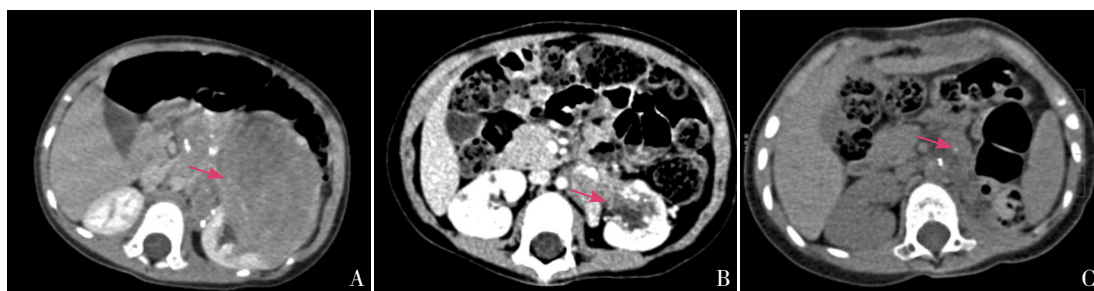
病例3 TOPO 治疗前后腹部CT图像 A:治疗前,左侧肾上腺占位病变(箭头所示);B:TOPO治疗后,瘤体较前缩小(箭头所示);C:肿瘤切除术后,病灶部分残存(箭头所示)。
